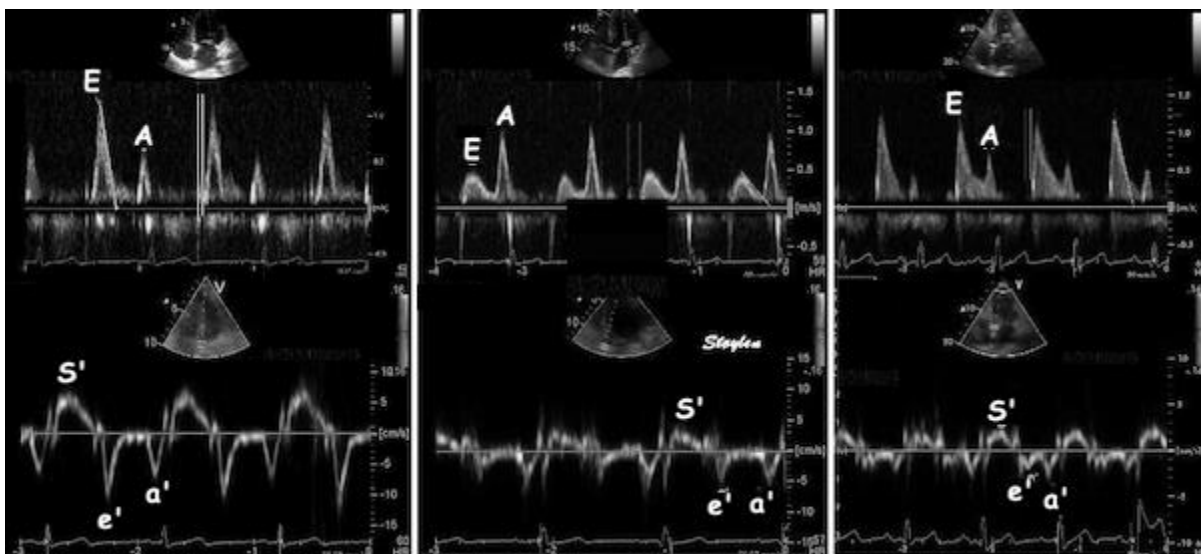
Echokardiographie, PW-Doppler über der Mitralklappe (oben), PW-Gewebedoppler über dem Mitralanulus (unten). Links normal. Mitte: E/A verkleinert. Rechts: E/e' vergrößert. Veröffentlicht von Asbjørn Støylen unter Creative Commons-ShareAlike 3.0 Unported (CC BY-SA 3.0) <https://creativecommons.org/licenses/by-sa/3.0/deed.en> [11]
